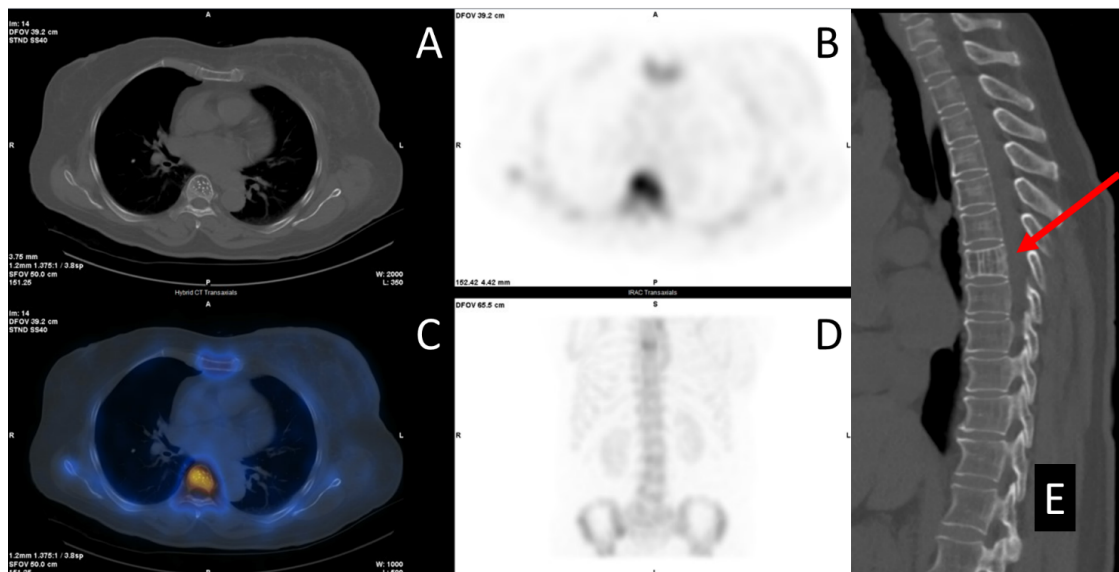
SPECT/CT of the T7 vertebral body showed focal increased uptake (Arrow) (B, C, D) with a polka-dot sign on the axial plane (A) and a corduroy sign on the sagittal plane (Arrow) (E). A: Axial CT, B: Axial SPECT, C: Axial fusion SPECT/CT, D: MIP, E: Sagittal CT. (Wasit Kanokwongnuwat)
